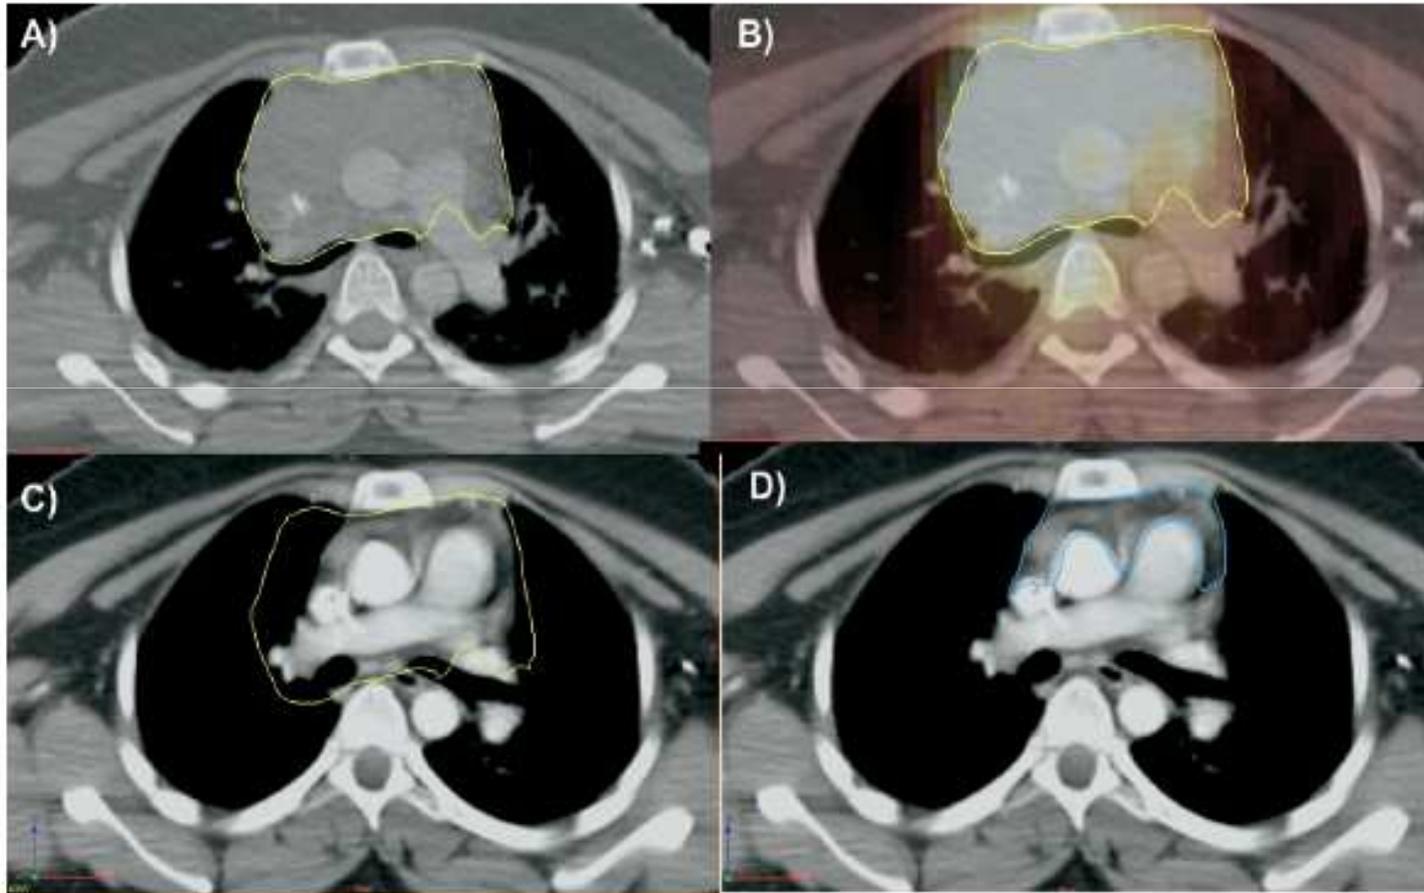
(A) Yellow contouring outlines the initial volume on a prechemotherapy axial CT scan. (B) Coregistration of the prechemotherapy CT scan and FDG-PET. (C) Initial volume (yellow contouring) superimposed on a postchemotherapy axial CT scan. (D) Adequate CT contouring on the postchemotherapy CT scan (blue contouring).
